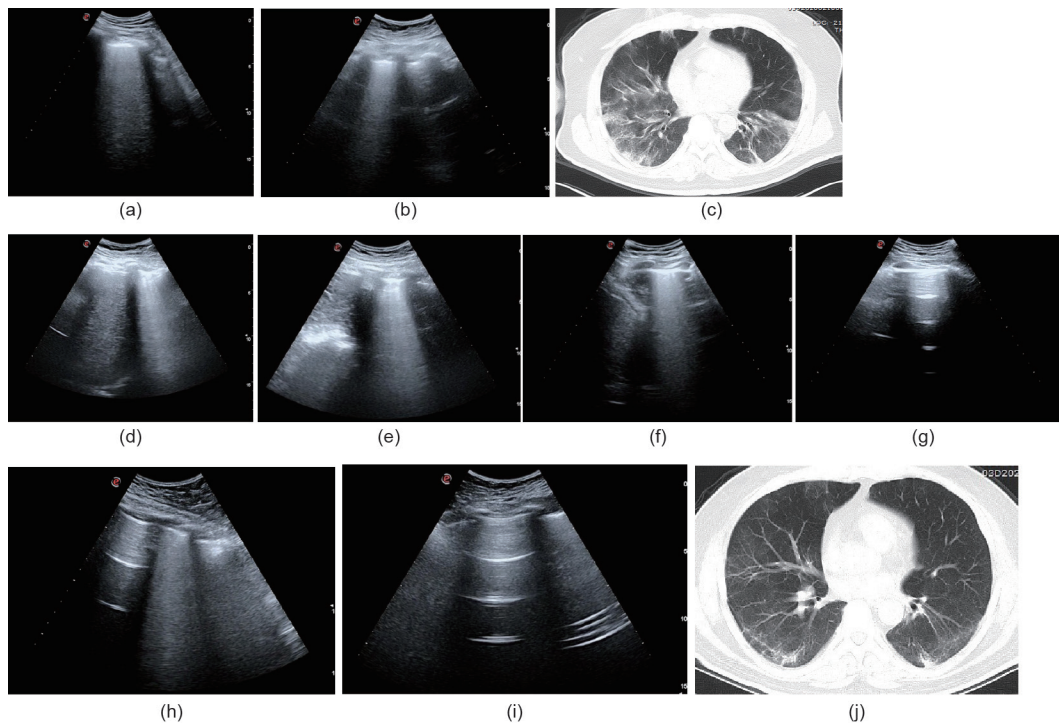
新冠肺炎的典型病例。(a) 第6天右侧下肺LUS表现为B线；(b) 第6天左侧下肺LUS表现为B线；(c) 第6天胸部CT显示双肺多发渗出；(d) 第13天右侧下肺LUS表现为B线；(e) 第13天左侧下肺LUS表现为B线；(f) 第17天右侧下肺LUS表现为B线；(g) 第17天LUS显示左侧下肺无病变；(h) 第24天LUS显示右侧下肺B线减少；(i) 第24天LUS显示左侧下肺无病变；(j) 第21天胸部CT显示双肺渗出明显减少。
